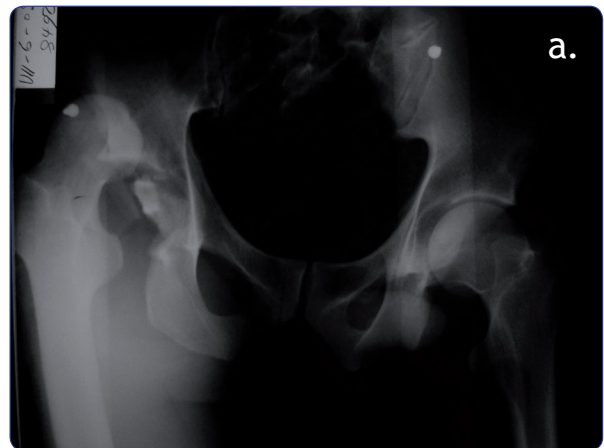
a) Radiografía AP de pelvis al ingreso; se observa una luxofractura posterior de la cadera derecha. b) Radiografía oblicua obturatriz posterior a la reducción que muestra una nueva luxación se considerada como inestable.
